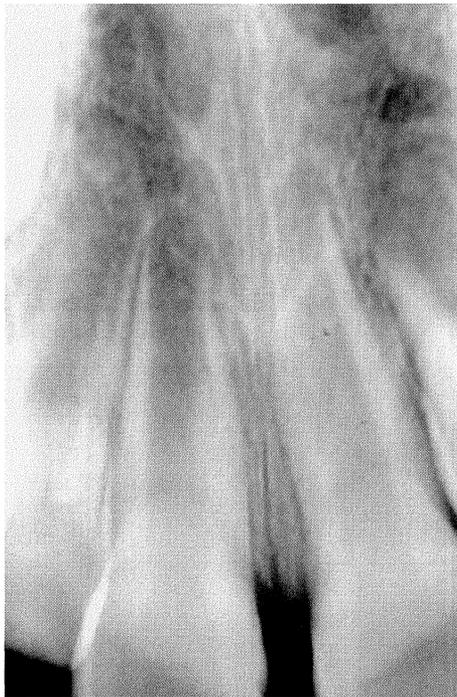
Radiografia periapical pré-operatória. ICS em fase final de rizogênese. ILS em erupção. Septo interdental tendendo a forma de V com visível fenda óssea estreita e profunda.
